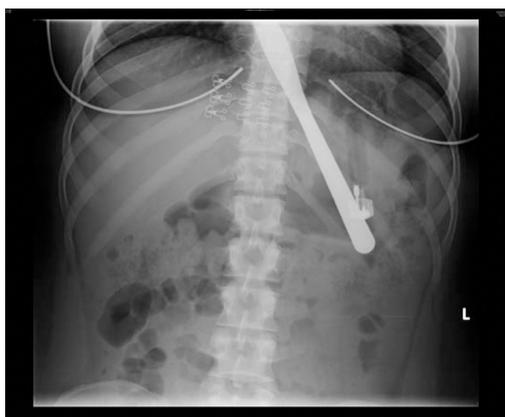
Radiographie de l'abdomen révélant un couteau
